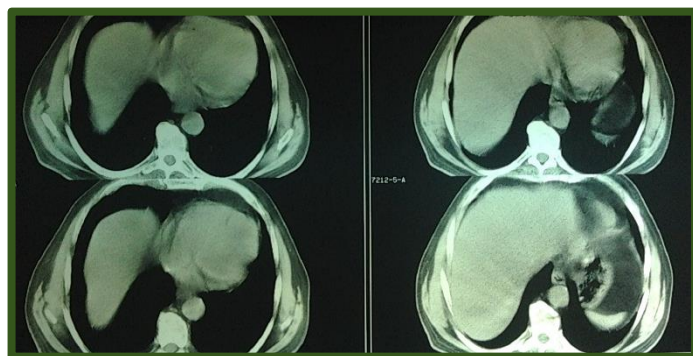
TAC. Cortes a nivel hepático
